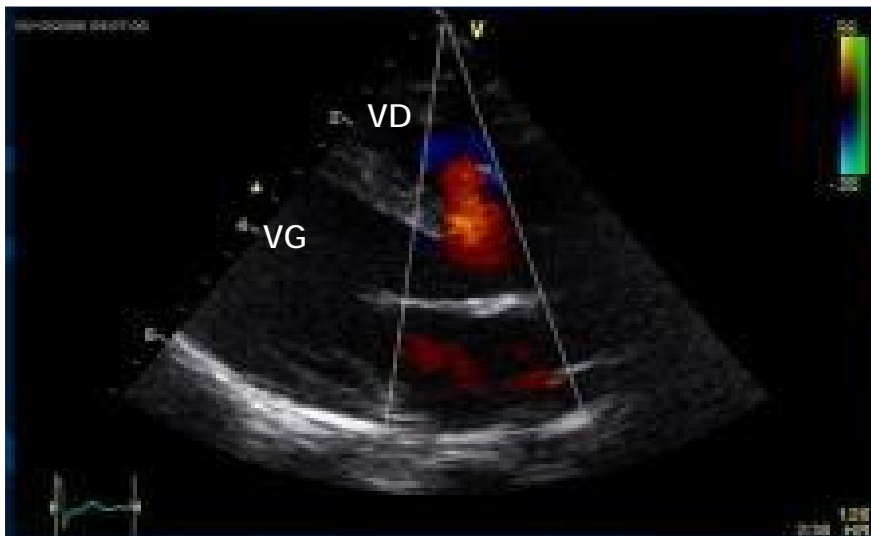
elle montre en coupe parasternale grand axe le shunt droite -gauche
